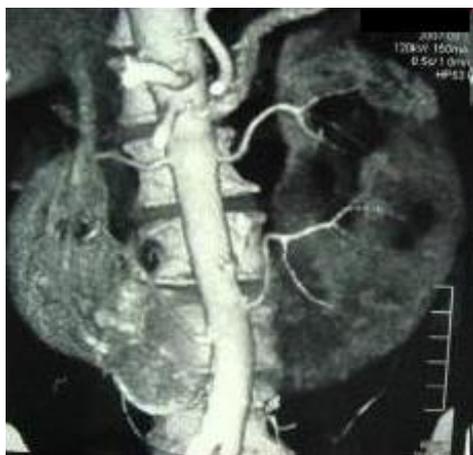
КТ 3D реконструкция, выявлено anomальное кровоснабжение подковообразной почки, в том числе – аномально отходящие сосуды левой половины подковообразной почки.
